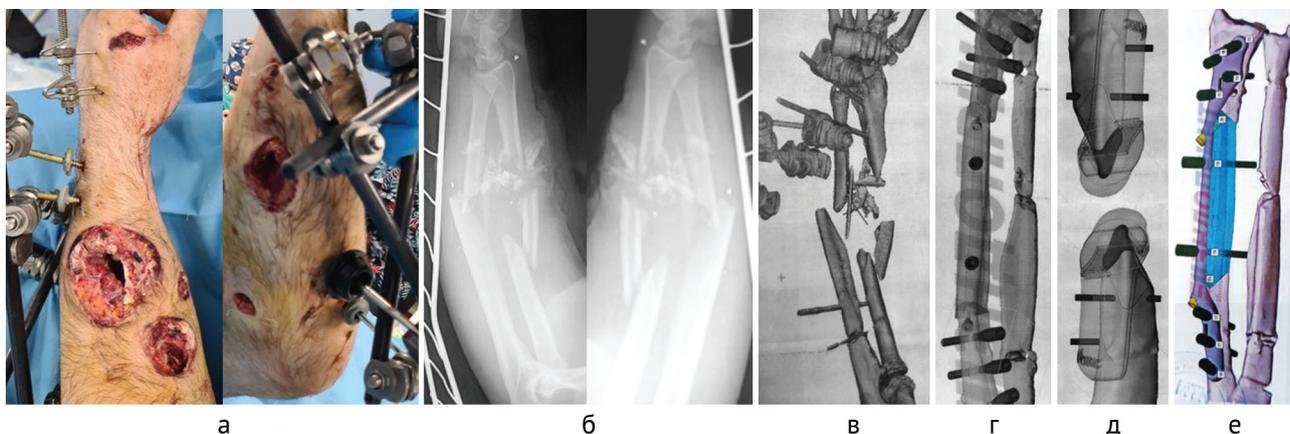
Раненый М.: а — вид ран мягких тканей; б — рентгенограммы предплечья. Планирование операции: в — КТ костей предплечья; г — планирование трансплантата; д — шаблоны для резекции; е — план 3D-реконструкции
